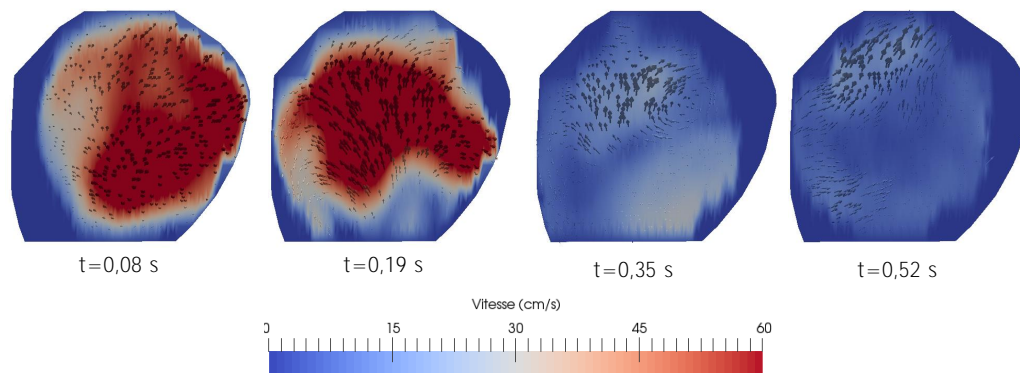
Profils de vitesses, avec les vecteurs vitesses, extraits de l’IRM 4D à quatre temps du cycle cardiaque pour s’adapter géométriquement à la surface d’entrée du modèle numérique.
